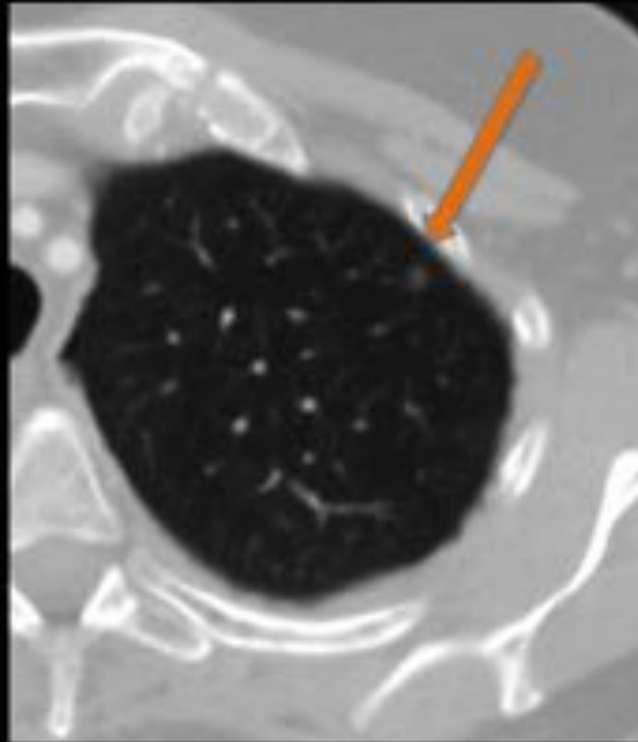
TC corte axial con ventana de pulmón. Pequeño nódulo en vidrio deslustrado puro <5mm en LSI que no requiere seguimiento.
